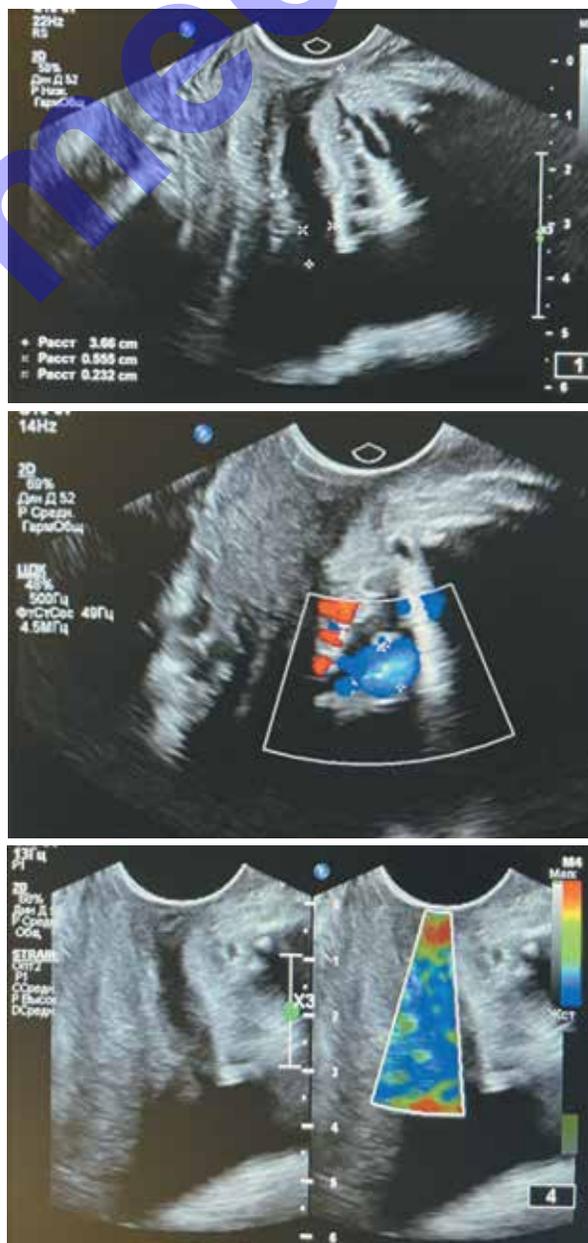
УЗИ мочевого пузыря, уретры, сосудов малого таза и парауретрального сплетения (пациентка основной группы после 6 месяцев наблюдения)
